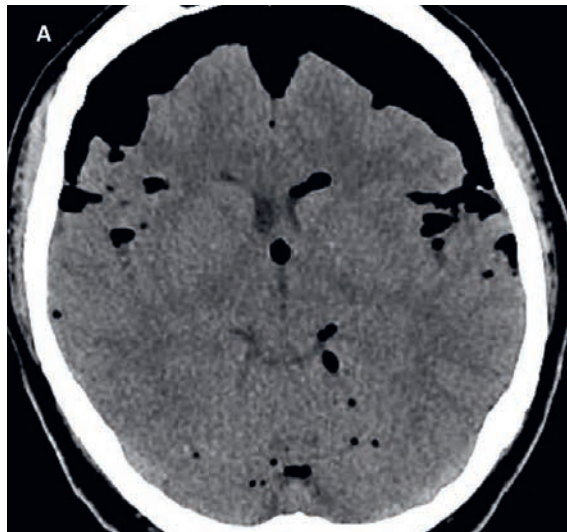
A) Computertomographie des Schädels, axialer Schnitt, ans Hirnparenchym adaptiertes Weichteilfenster: Pneumozecephalus mit «Mount Fuji sign». B) Mount Fuji (aus der privaten Sammlung von Markus Brotschi, Japanreise 2015, mit freundlicher Genehmigung).
